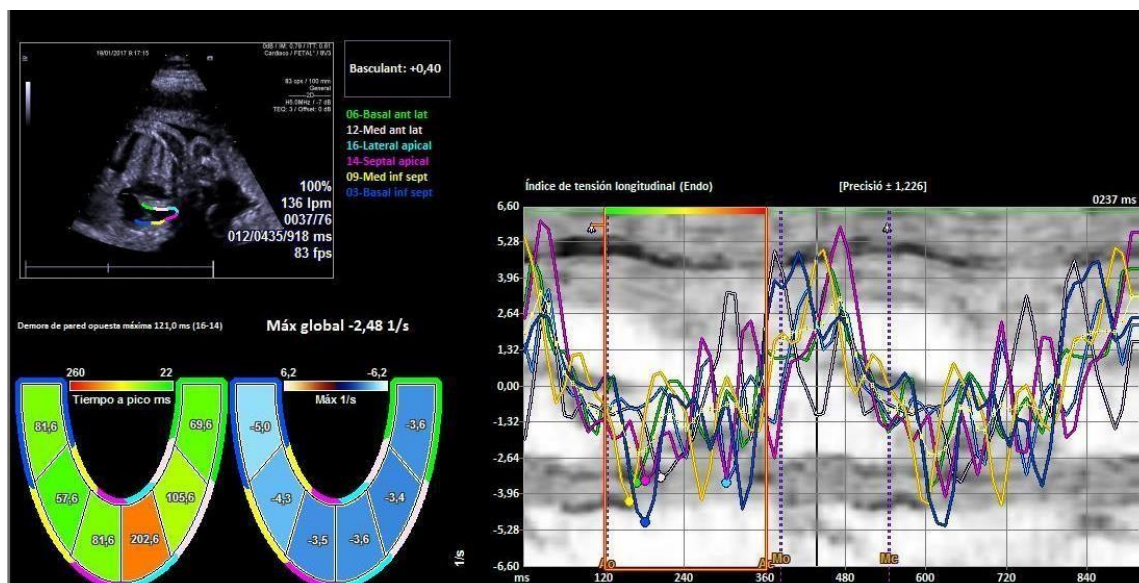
Medición de la tasa de deformación global longitudinal (GLSR) obtenida por seguimiento de speckle. El software de ecografía analiza los valores regionales de la velocidad de deformación de los 6 segmentos en los que se divide el miocardio, ofreciendo un valor promedio de ellos.
